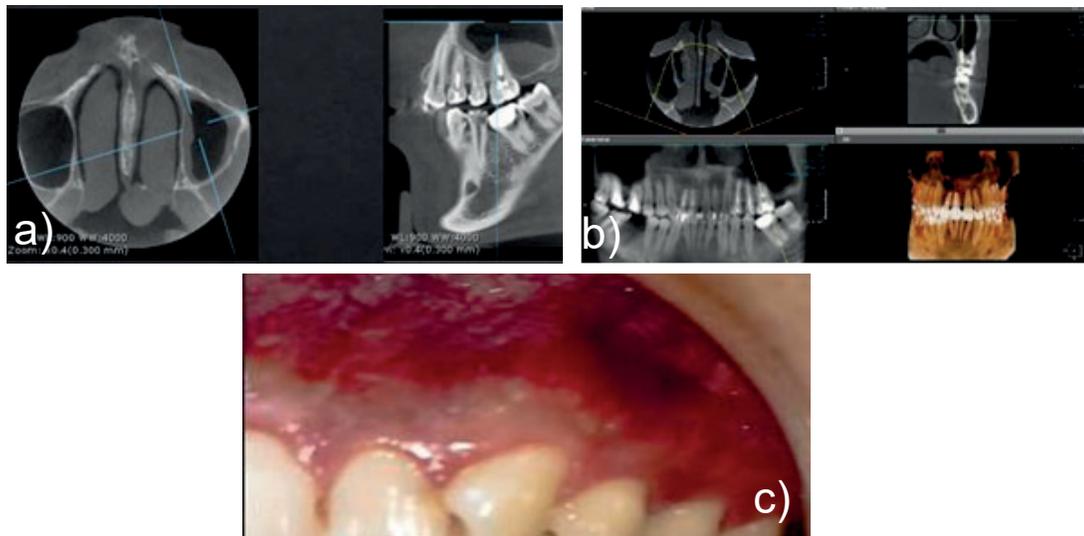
Evolución y seguimiento (Pruebas imagenológicas): a) Tomografía axial posoperatorio a las 2 semanas de intervención; b) Examen Imagenológico a los 7 meses de la intervención; c) Examen clínico intraoral del lugar de la intervención a los 7 meses.
